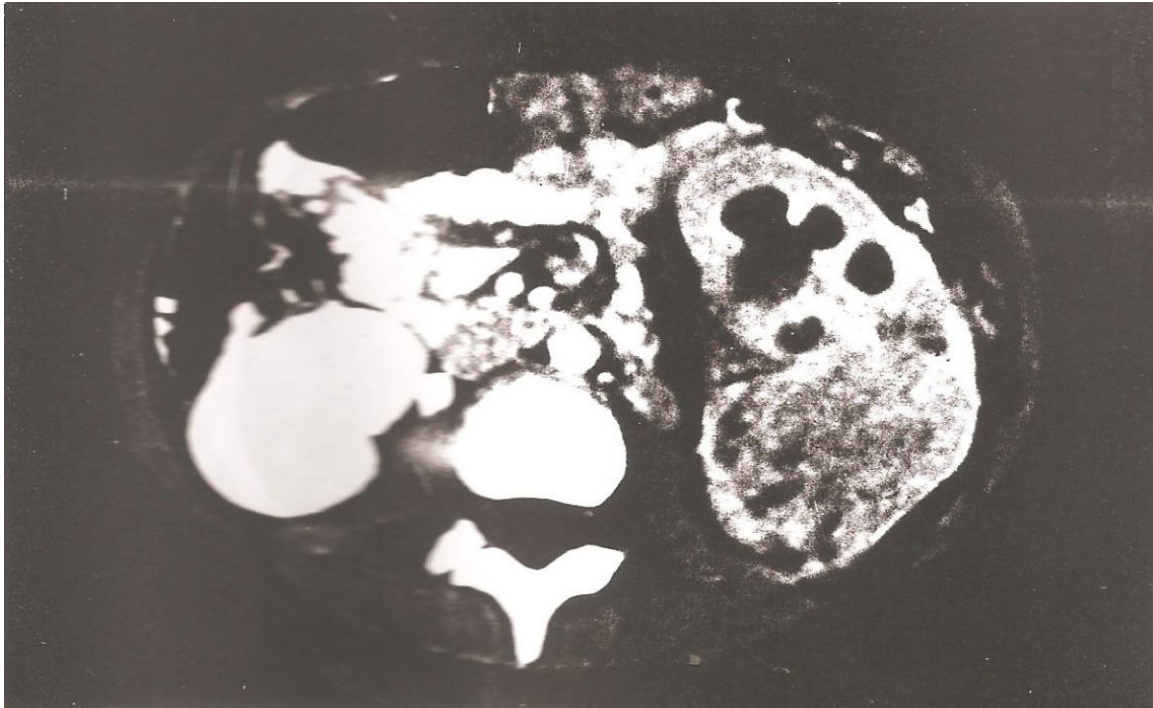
TDM abdominale : coupe axiale après injection du produit de contraste.
